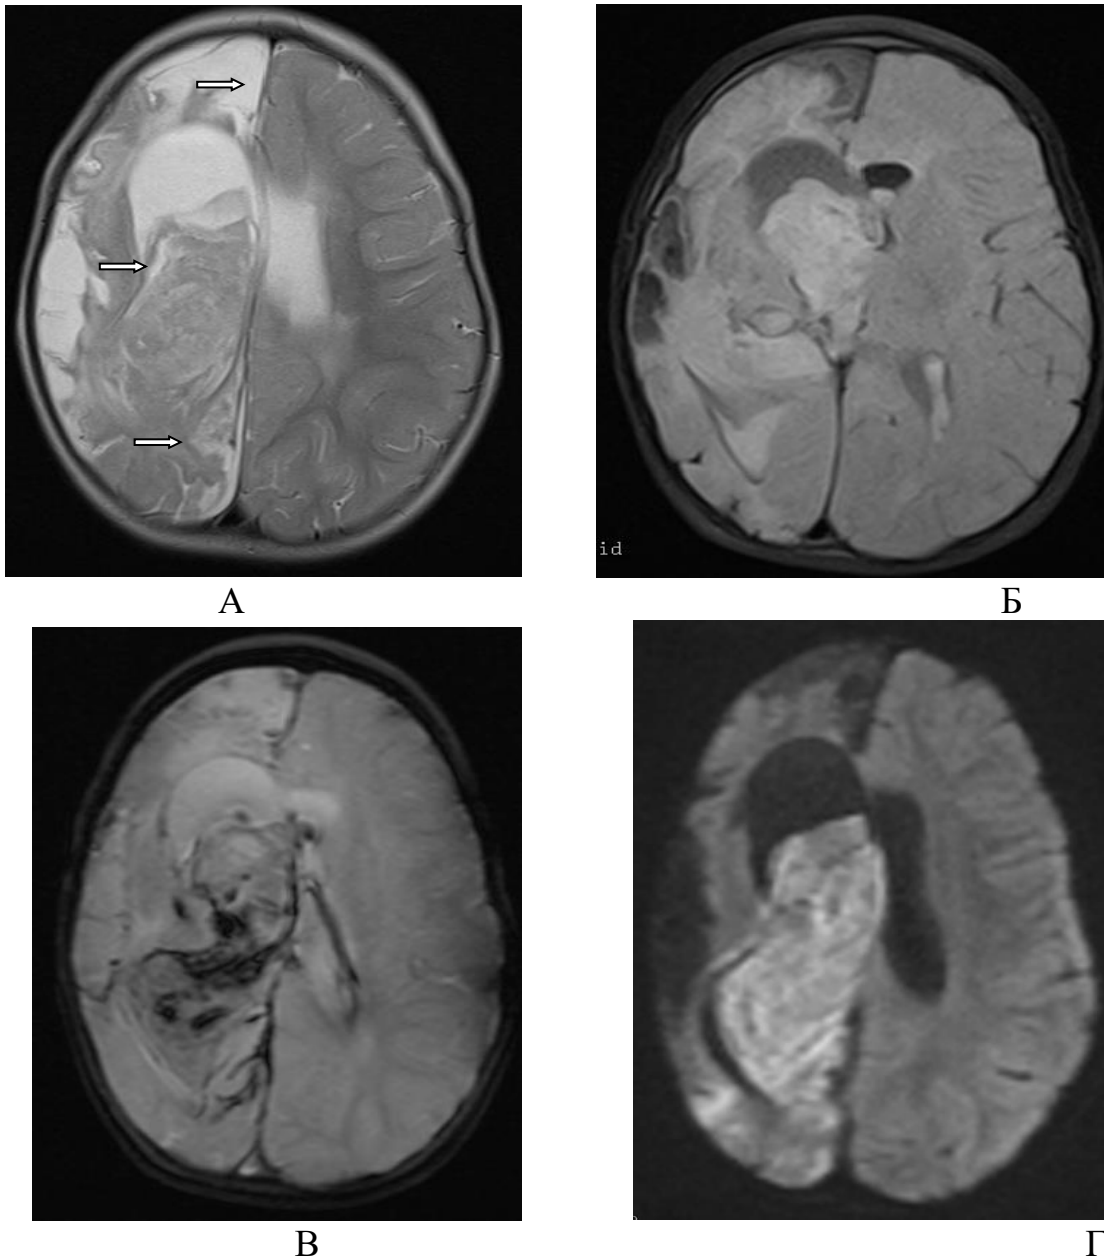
Пациентка К., 1 год 6 месяцев (ИБ №10809 2018 г.). Анамнез: тяжелое перинатальное ГИП ЦНС, недоношенность, ИВЛ, ВЖК. Клинический диагноз: СЭ. МРТ: острое ВЖК, острое ОНМК в бассейне правой ЗМА, кистозно-атрофические изменения вещества головного мозга правого полушария, последствия ОНМК в бассейнах правых ПМА, СМА. А – T2-ВИ Ax; Б – FLAIR-ИП Ax; В – Немо ИП Ax; Г – DWI (b=1000) Ax. Визуализируются кистозно-глиозно-атрофические изменения вещества головного мозга правого полушария вследствие перенесенного ОНМК в бассейнах правых СМА, ПМА (белые стрелки), значительно расширенный и заполненный кровью правый боковой желудочек, с повышением сигнала от крови на DWI (Рис. Г), что свидетельствует об острой фазе кровоизлияния, также зона повышения сигнала на DWI в правой затылочной области, что говорит о цитотоксическом отеке – ОНМК в бассейне правой ЗМА, острая фаза. Умеренная дислокация срединных структур
